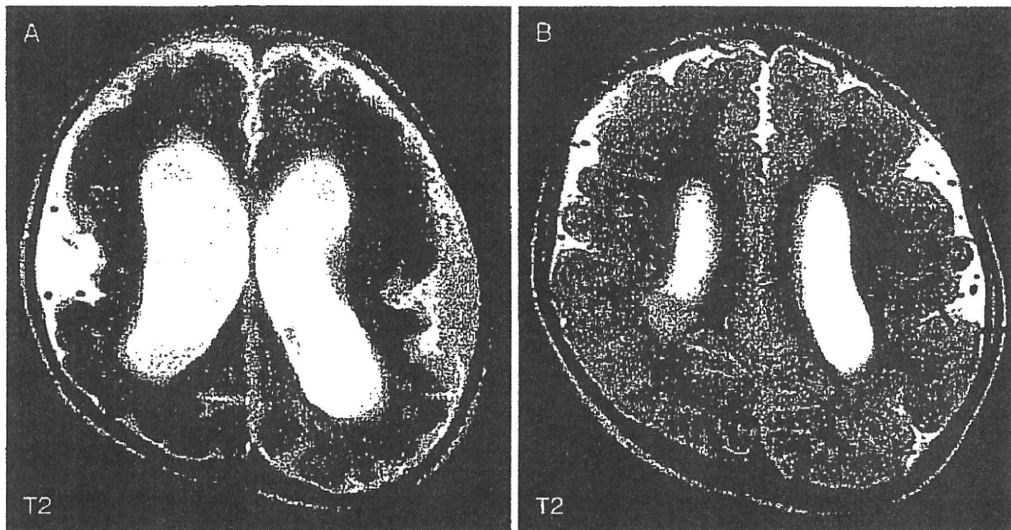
先天性 CMV 感染症の MRI 所見 1
